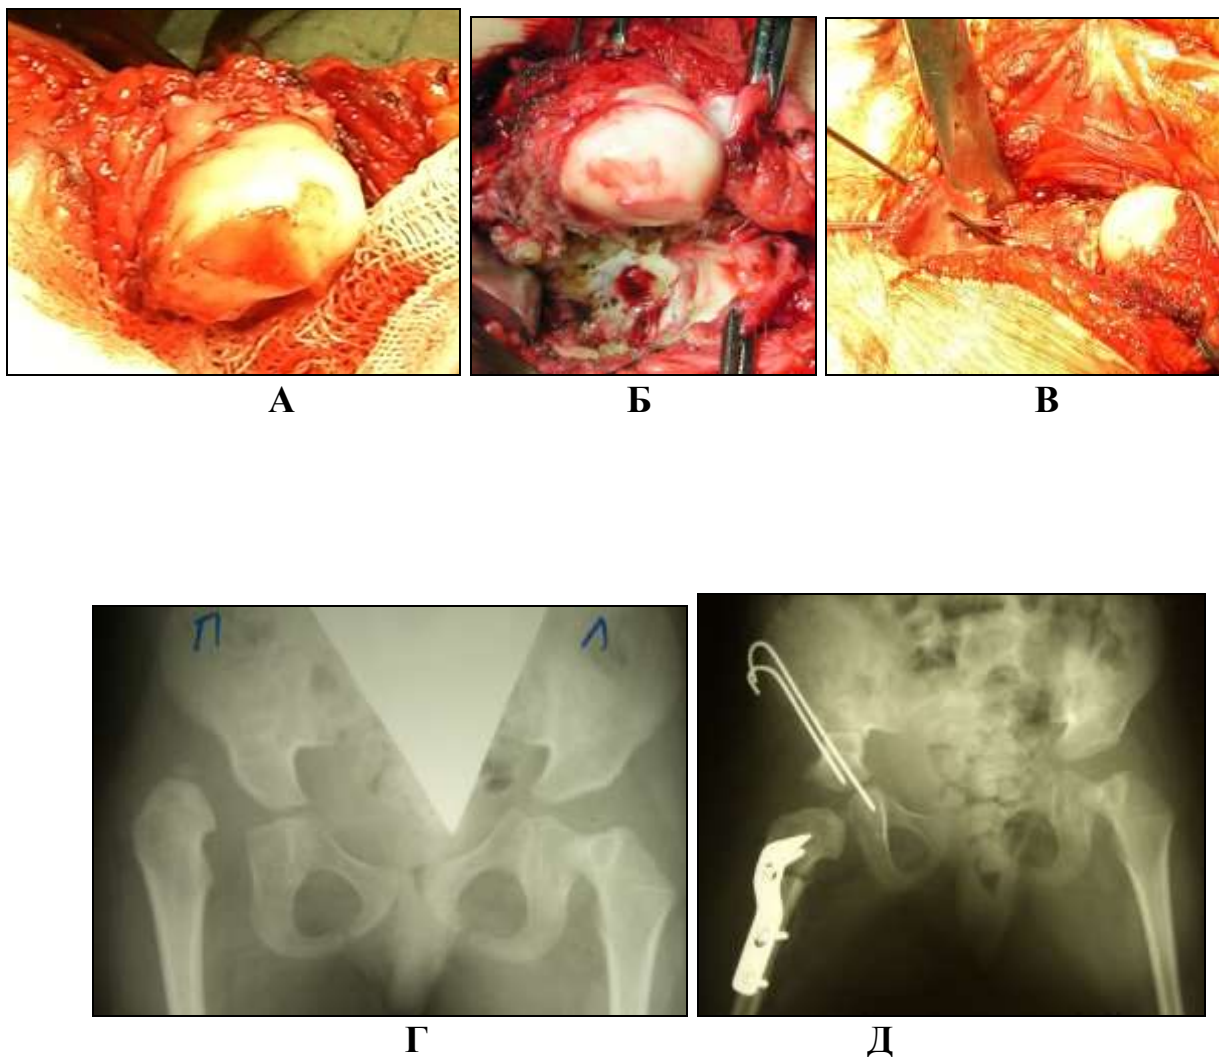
Корректирующая деторсионно-варизирующая, укорачивающая остеотомия бедра, открытое вправление и остеотомия таза по Salter у больного с врожденным множественным артрогрипозом с вывихом бедра: А – форма головки бедра, Б – вертлужная впадина после удаления внутрисуставных образований, В – формирование «крыши» вертлужной впадины до вправления головки бедра, Г, Д – рентгенограммы тазобедренных суставов до и после операции.
